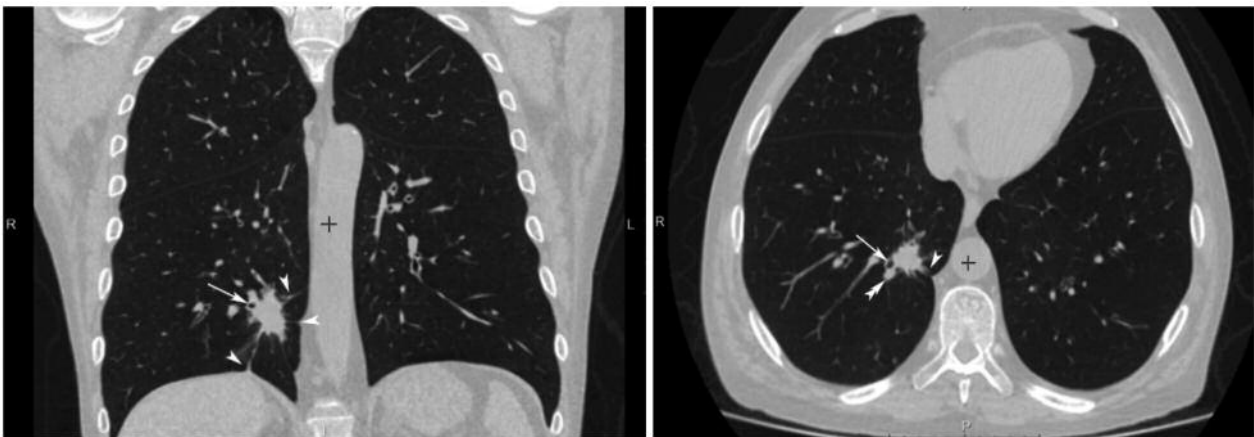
Компьютерная томография органов грудной клетки. Объемное образование в центральных отделах S10 сегмента с полициклической формой, однородной структурой и зонами перифокального лимфангоита (головки стрелок).
